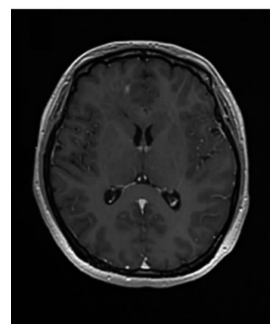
抗 GABA_B 受体抗体脑炎患者头颅 MRI 可见左侧颞叶异常信号 (病例来自瑞金医院)
